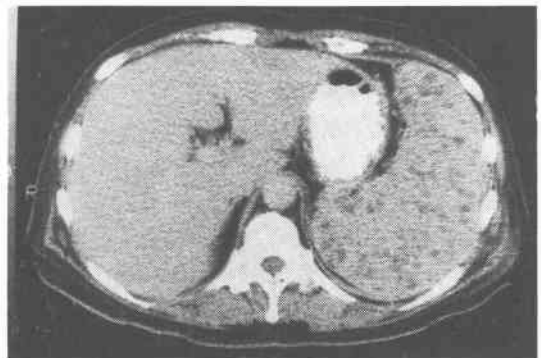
腹部CT(症例2). 著明に腫大した脾臓内に, 低CT値を示す領域が散在性に多数認められる.
